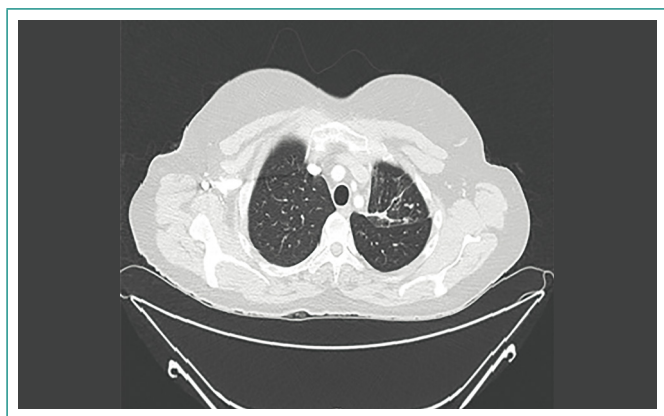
TC de tórax al finalizar el tratamiento
